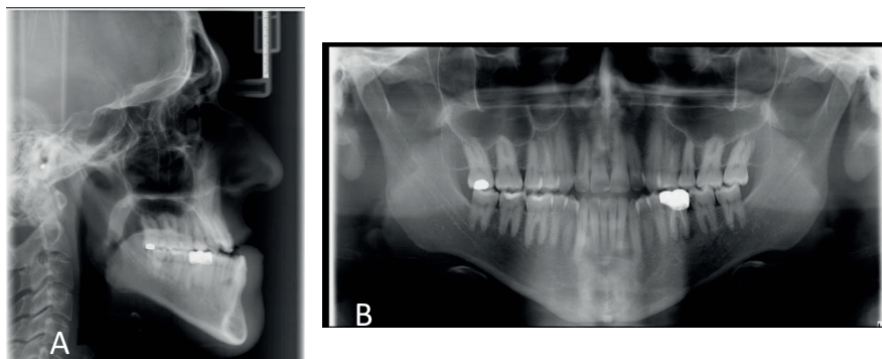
Radiografias iniciais: A. Telerradiografia de perfil; B. Panorâmica.
